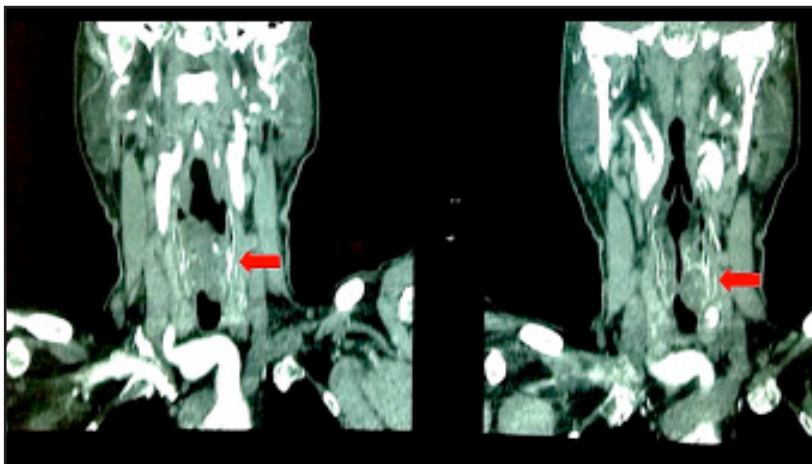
TAC contrastada preoperatoria. Corte coronal: las flechas muestran el tumor de laringe.
